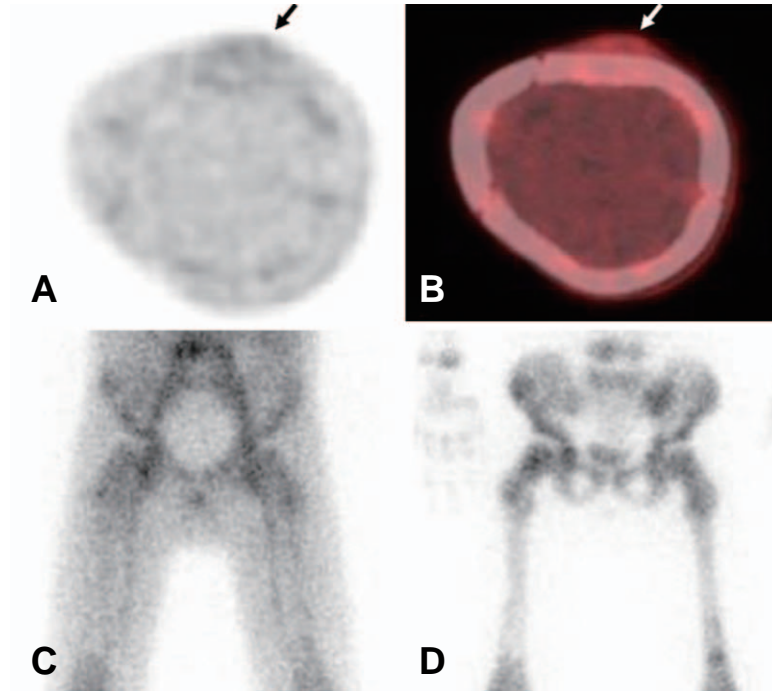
Positron emission tomography (A), positron emission tomography/computed tomography (B), and bone scintigraphy (C: early; D: delayed) showing disseminated metastasis to the bone and bone marrow. Multifocal increased uptake is shown in the early images of the skull, and this finding is most apparent in the left parietal bone (arrows, A and B). Bone scintigraphy shows increased uptake in the bilateral pelvic bones and proximal femora.
